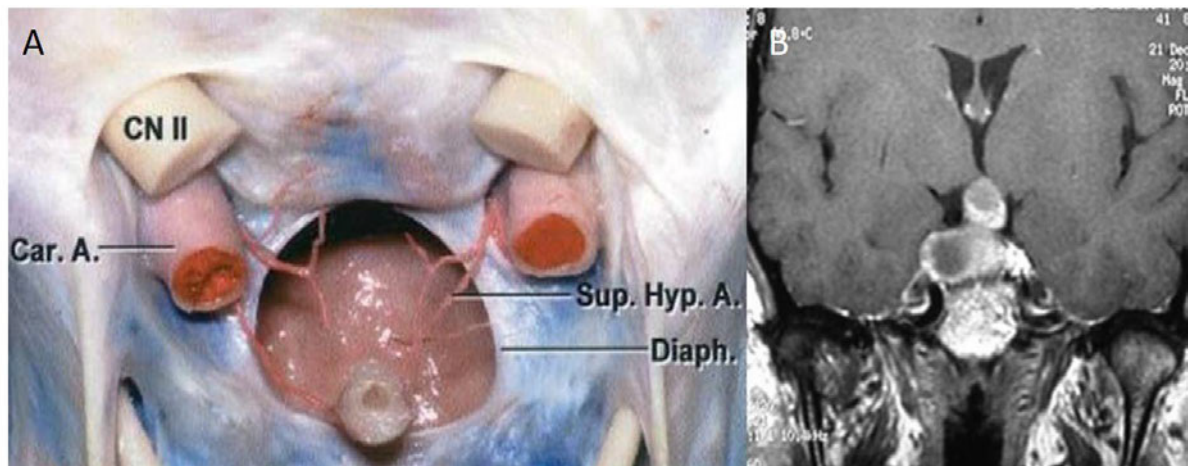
Diafragma selar. A. Visión superior de la glándula hipofisaria mostrando una gran abertura diafragmática natural. Imagen de Rhoton A.L.⁶. B. Imagen de resonancia magnética de un adenoma no funcional con la característica imagen en reloj de arena, debido al estrangulamiento tumoral a la altura del diafragma selar.
